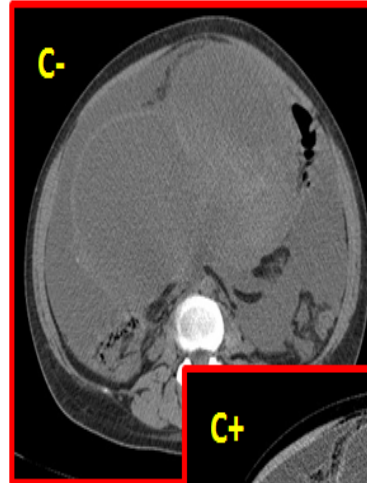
Cas n° 12 TDM abdomino-pelvienne réalisée au Chu Hassan II GO 2 de Fès.
